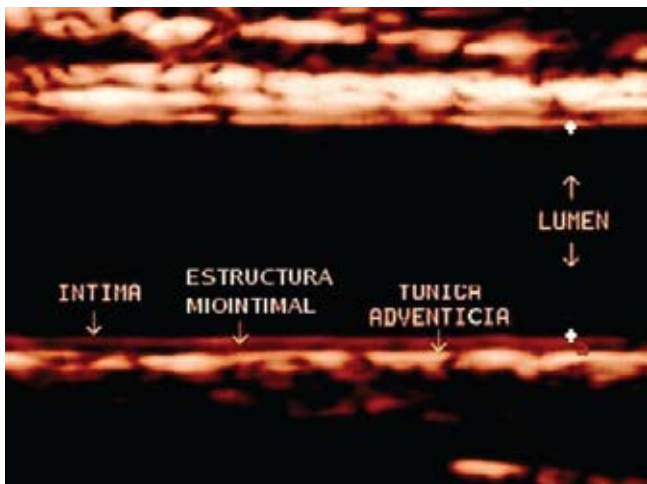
Estructura de la arteria normal por Ultrasonido.
